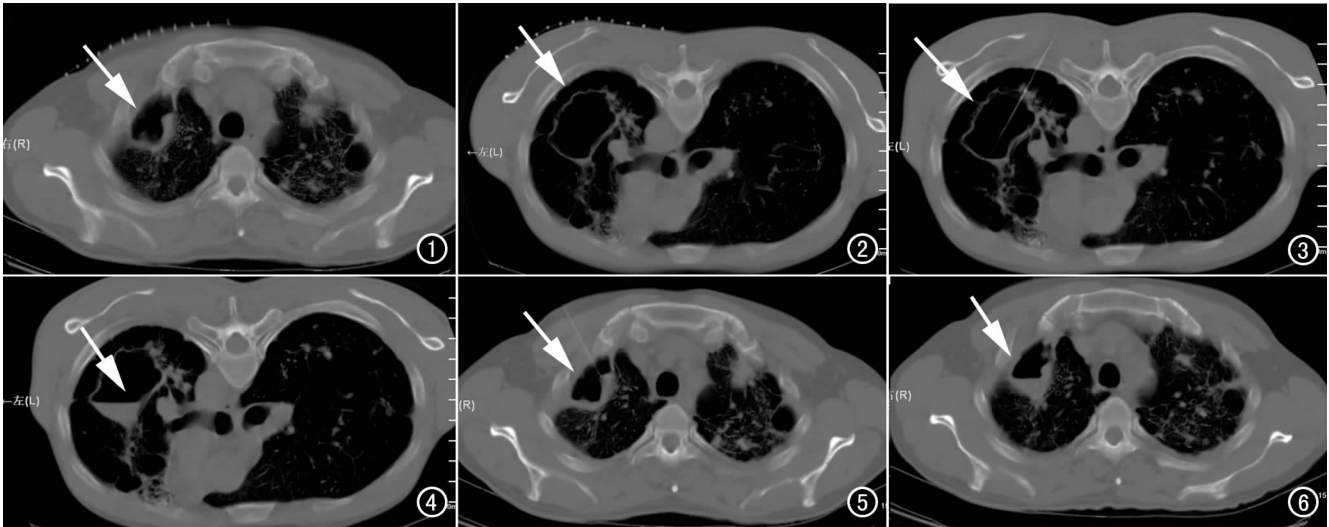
低剂量 CT 扫描(30mA)清晰显示右侧单发空洞(2.8×3.4cm,箭),无噪声及伪影。图 2 常规剂量 CT 扫描(150mA)清晰显示左侧单发空洞(4.3×6.5cm,箭)。图 3 穿刺针避开肩胛骨及肋骨准确刺入空洞病灶中心(箭)。图 4 常规剂量 CT 扫描下清晰显示化疗药物注入空洞病灶后的液平(箭)。图 5 低剂量扫描(30mA)显示穿刺针已成功刺入空洞病灶中心(窗宽 2000,窗中心 200)。图 6 低剂量 CT 扫描显示化疗药物注入病灶中的液平面(箭)。
